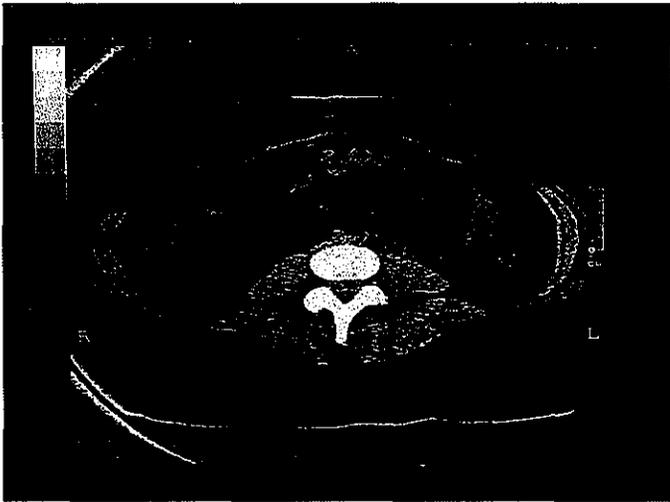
TAC que demuestra malla en posición retrorectal.
